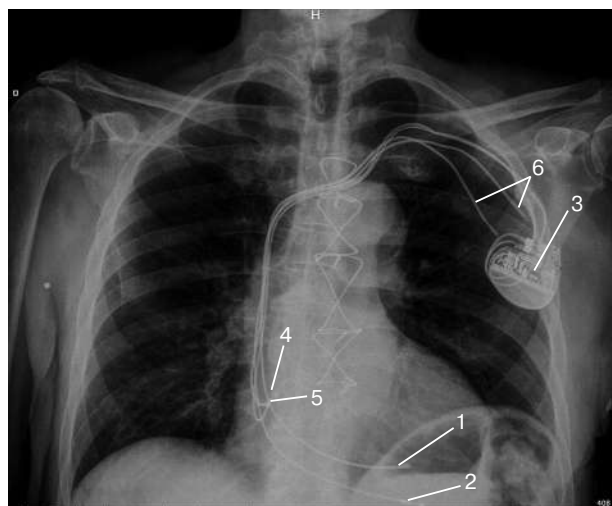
Вид ЭКС и места установки электродов при рентгенологическом исследовании: 1 – имплантированный желудочковый электрод в среднюю треть МЖП; 2 – ранее установленный желудочковый электрод; 3 – ЭКС; 4 – имплантированный предсердный электрод; 5 – ранее установленный предсердный электрод; 6 – заглушенные коннекторные части электродов
